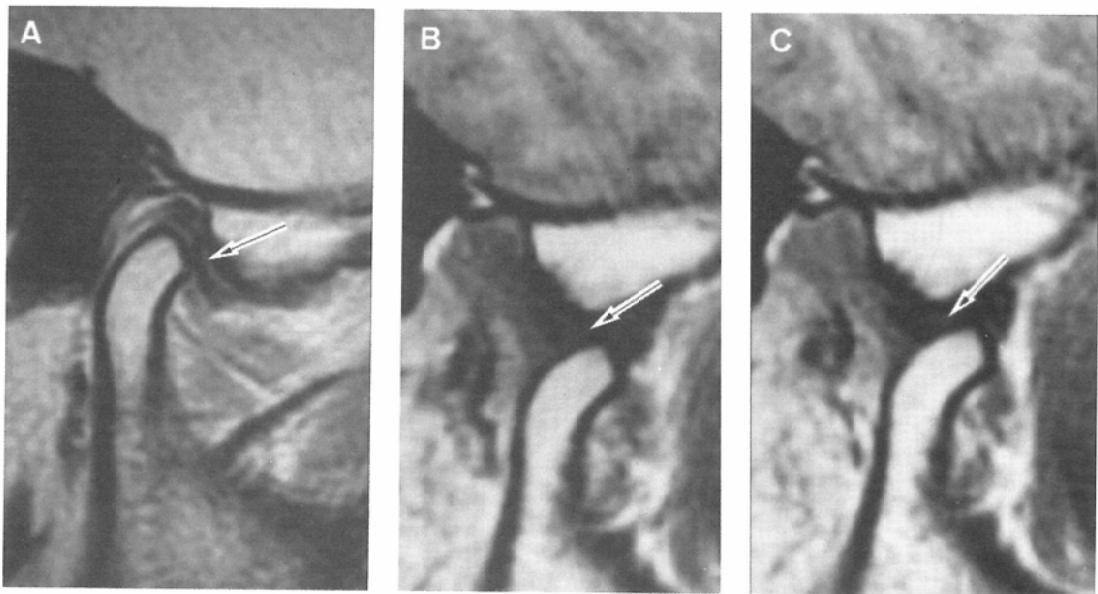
Sagittal MR images (SE 600/25) of normal TMJ. (arrows indicate thin zone of the disk). (A) Resting position. (B) Mid-opening position. (C) Full opening position
